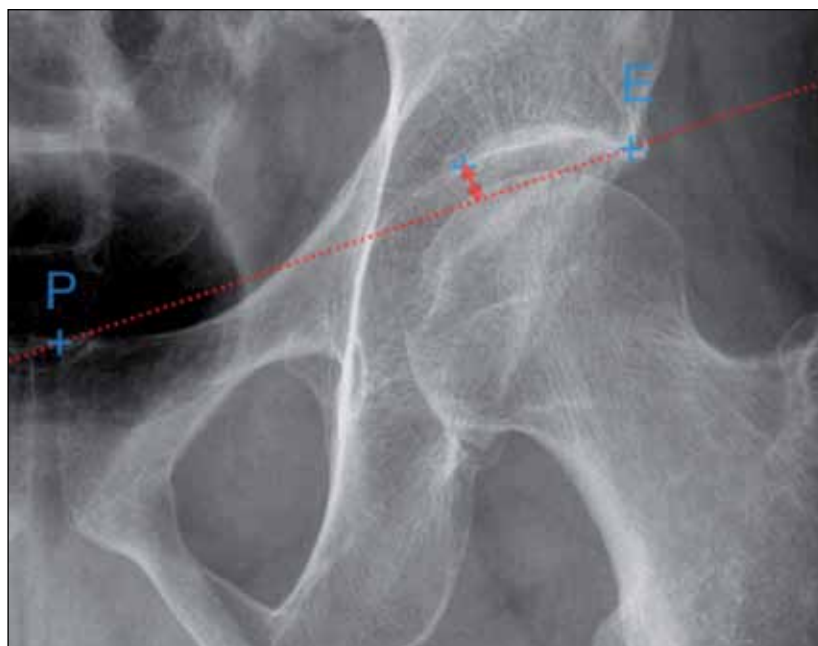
Mesure de la profondeur acétabulaire sur la radiographie de bassin de face.
